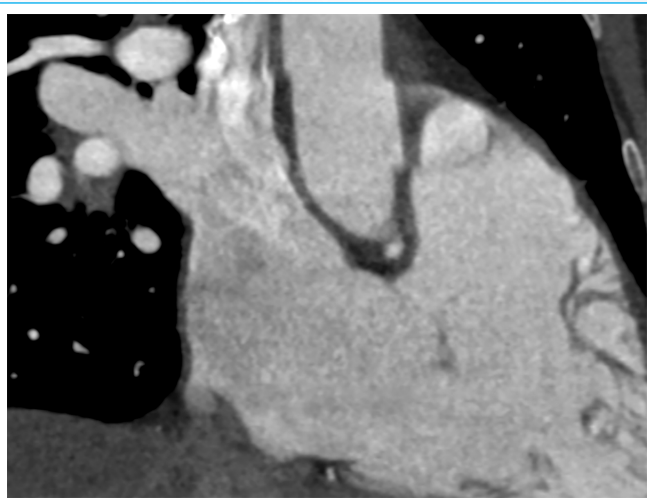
TC Cardíaco. Plano de 2 cámaras de cavidades derechas. De nuevo se aprecia la vena pulmonar superior derecha desembocando en cava superior y aurícula derecha.
